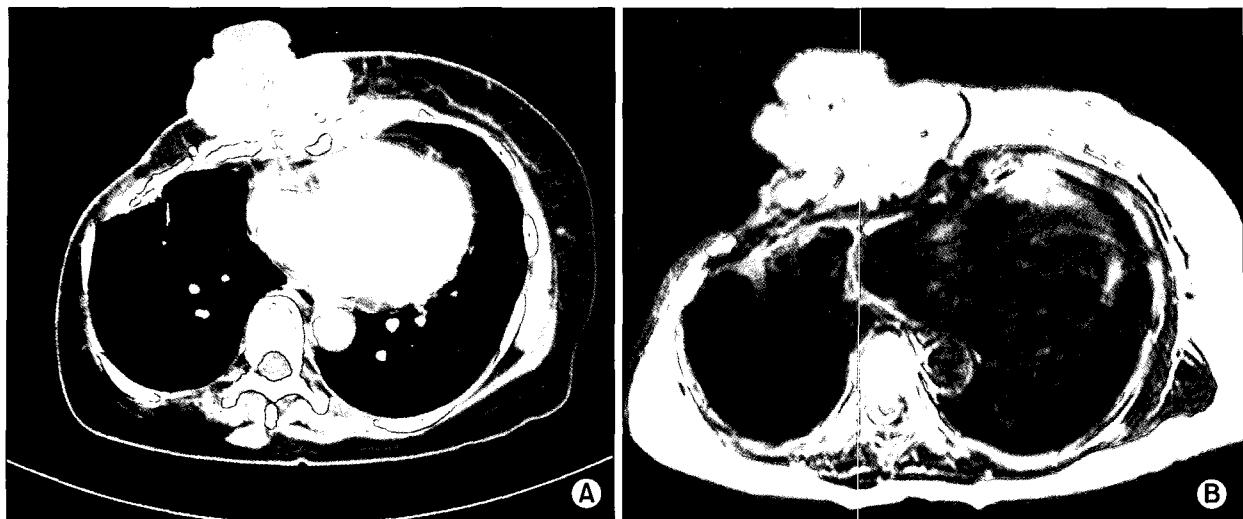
(A) Chest CT: huge multilobulated mass (8×6.5 cm) and lower sternal destruction on the right lower thorax. (B) Chest MRI: huge multilobulated well defined mass (8×6.5 cm) and lower sternal destruction on the right lower thorax and no definitive metastatic lesion to lung & mediastinum.
